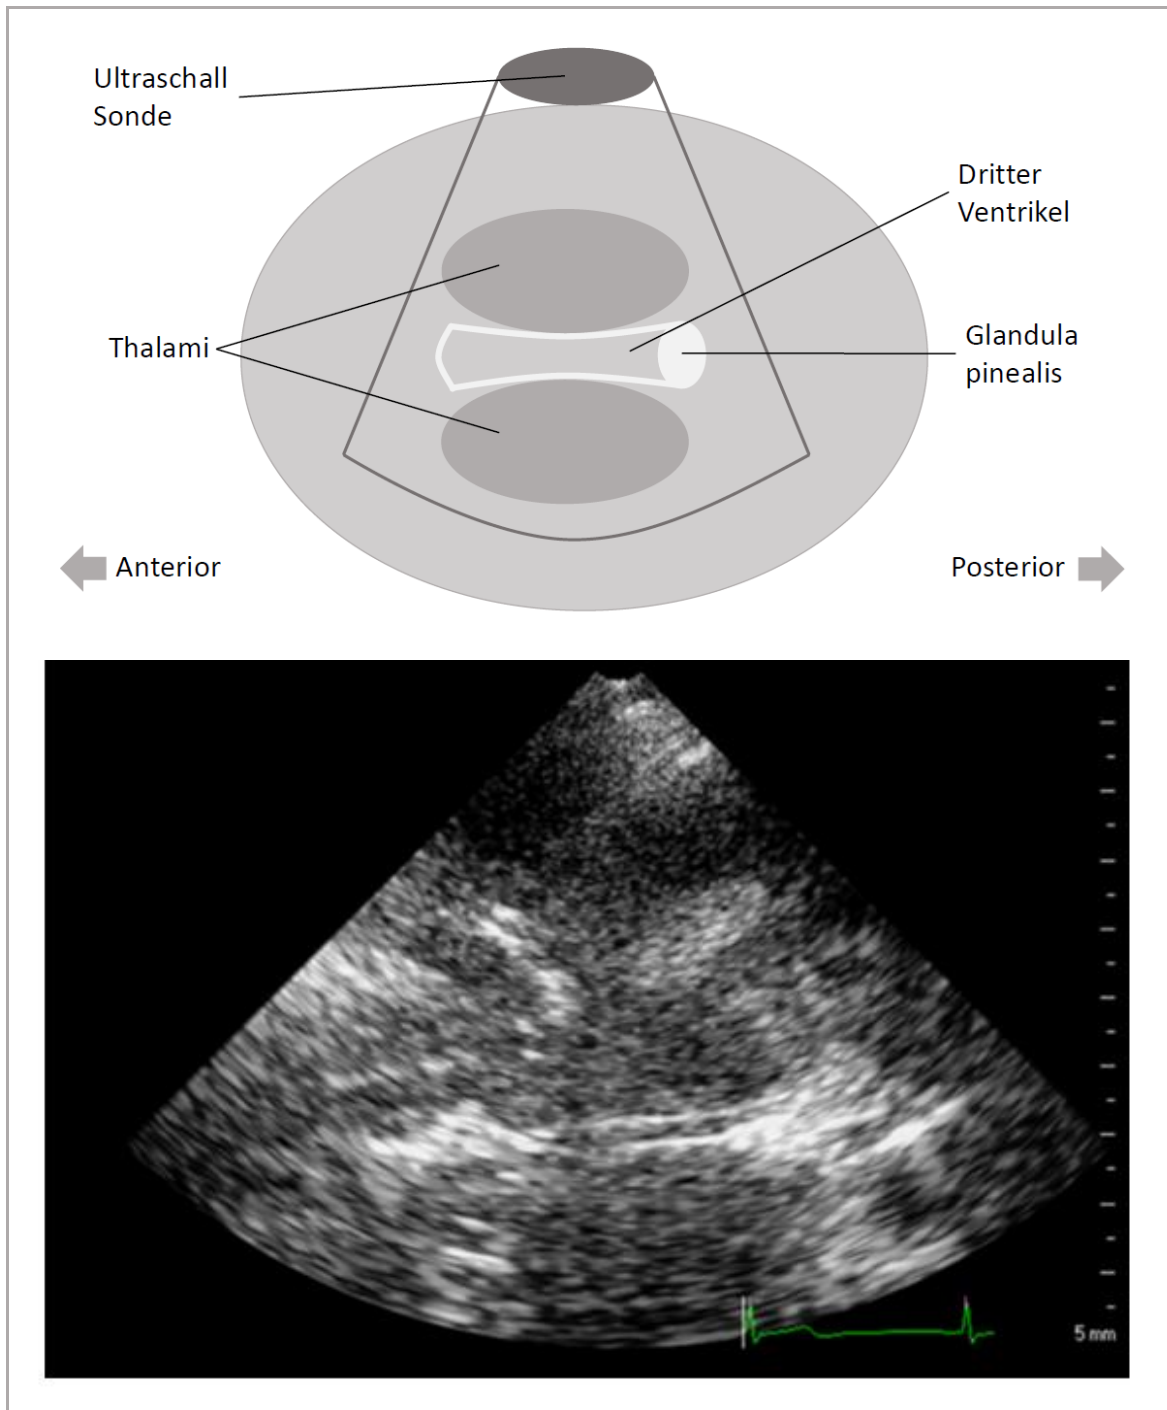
Sonographische Darstellung des dritten Ventrikels auf Höhe des Thalamus. Der dritte Ventrikel wird posterior von der hyperechogenen Glandula pinealis und lateral von den hypoechogenen Thalami begrenzt.
